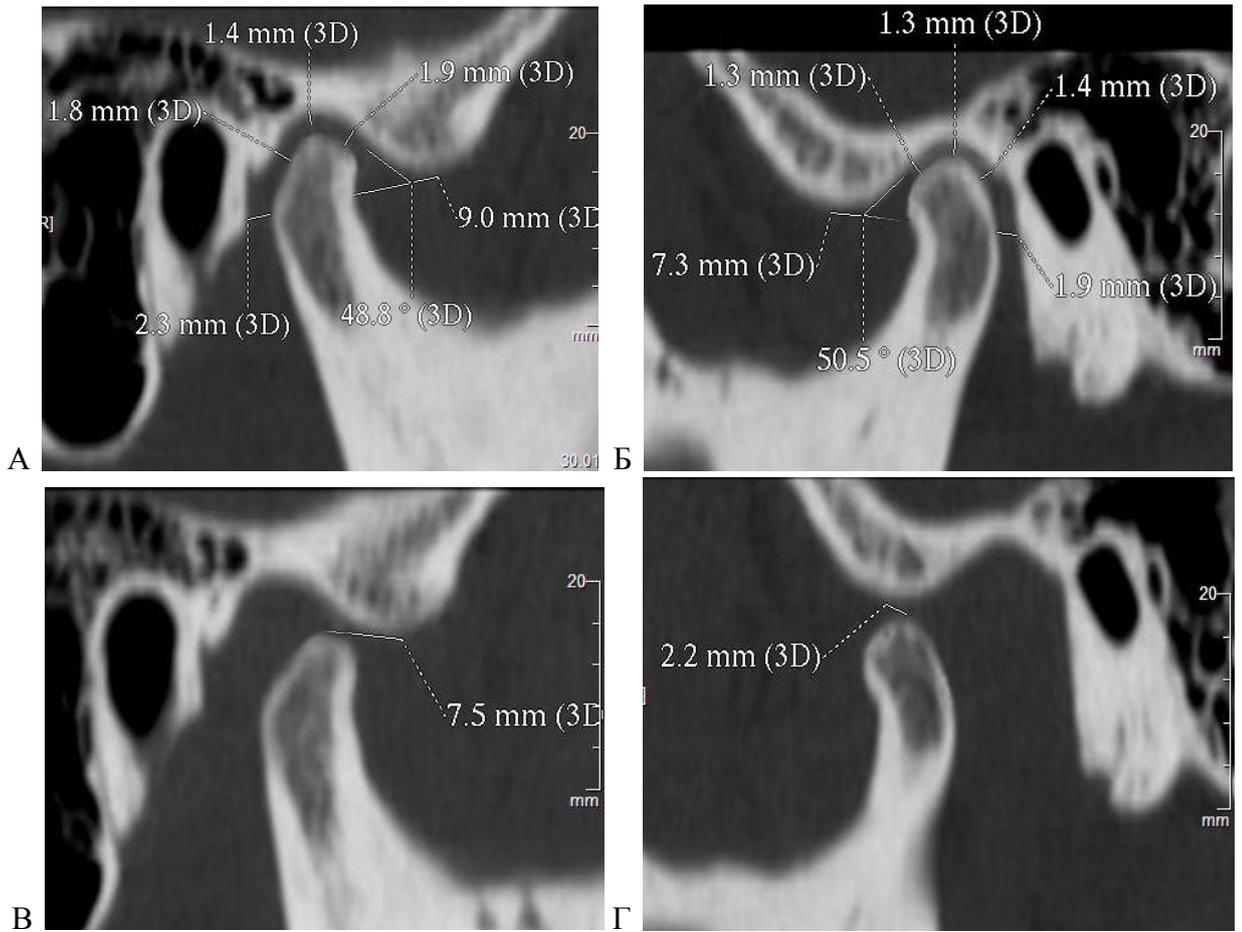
СКТ реформат ВНЧС больного Т., 34 лет, мед.карта №124 до лечения, в положениях «рот закрыт» А – ВНЧС с правой стороны; Б – ВНЧС с левой стороны и «рот открыт» В – ВНЧС с правой стороны; Г – ВНЧС с левой стороны
